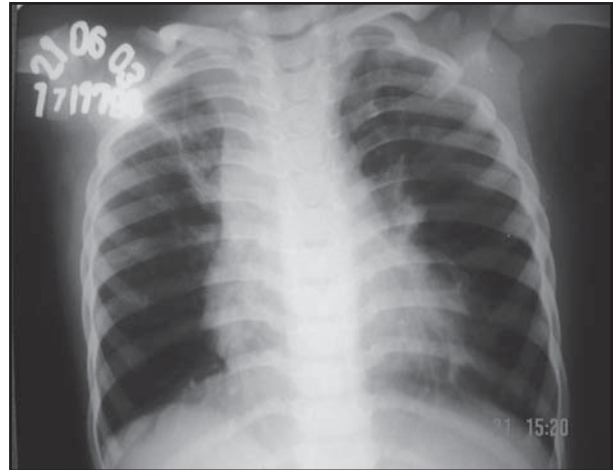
Radiografia simples de tórax em paciente com displasia broncopulmonar, mostrando linhas de opacificação peribrônquicas, hiperinsuflação e envolvimento bilateral.
